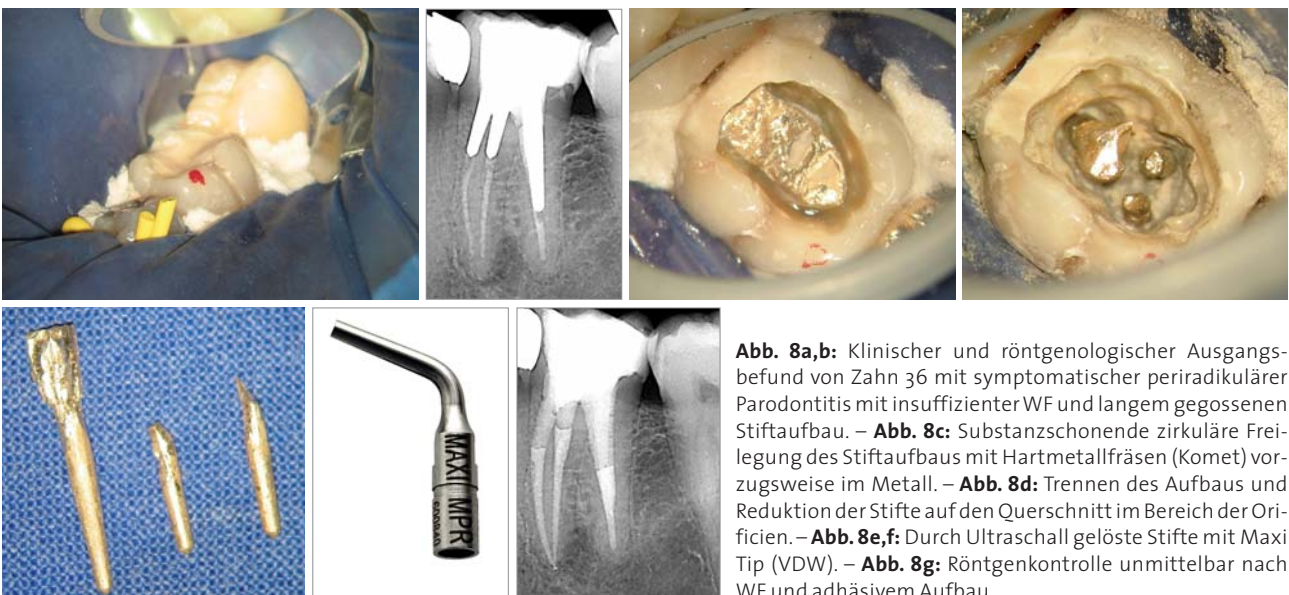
Klinischer und röntgenologischer Ausgangsbefund von Zahn 36 mit symptomatischer periradikulärer Parodontitis mit insuffizienter WF und langem gegossenen Stiftaufbau. – Abb. 8c: Substanzschonende zirkuläre Freilegung des Stiftaufbaus mit Hartmetallfräsen (Komet) vorzugsweise im Metall. – Abb. 8d: Trennen des Aufbaus und Reduktion der Stifte auf den Querschnitt im Bereich der Orificien. – Abb. 8e,f: Durch Ultraschall gelöste Stifte mit Maxi Tip (VDW). – Abb. 8g: Röntgenkontrolle unmittelbar nach WF und adhäsivem Aufbau.
